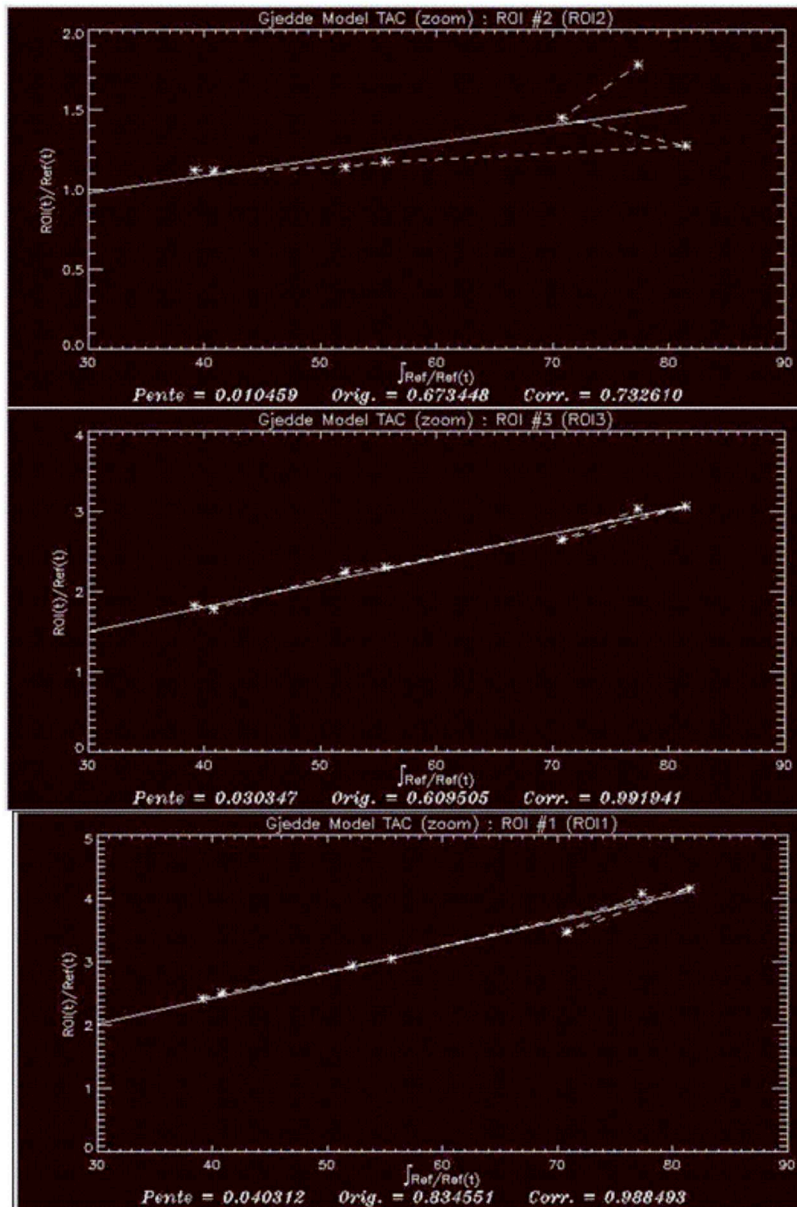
La méthode graphique de Patlak pour calculer la consommation absolue de glucose. A l'équilibre, l'intégrale de l'évolution temporelle plasmatique de ^{18}F FDG divisée par la concentration plasmatique du traceur au même instant (abscisses) corrèle linéairement avec le rapport entre la concentration tissulaire du traceur et sa concentration plasmatique au même instant (ordonnées). La pente de la droite de corrélation reflète la consommation absolue de glucose. La figure montre l'estimation graphique de cette consommation sur les trois régions tissulaires de la figure 5. Comme attendu, la pente est plus élevée pour la région 1 (en haut), moindre pour la région 2 (en bas), et intermédiaire pour la région 3.
